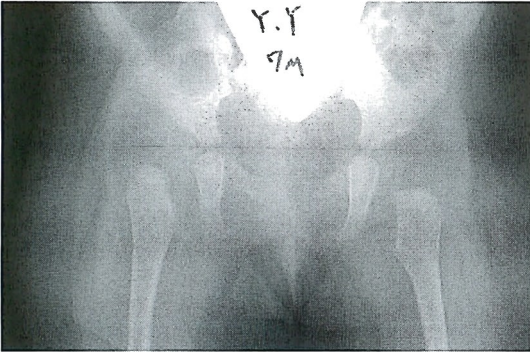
片側股関節脱臼の症例の仰臥位X線像
